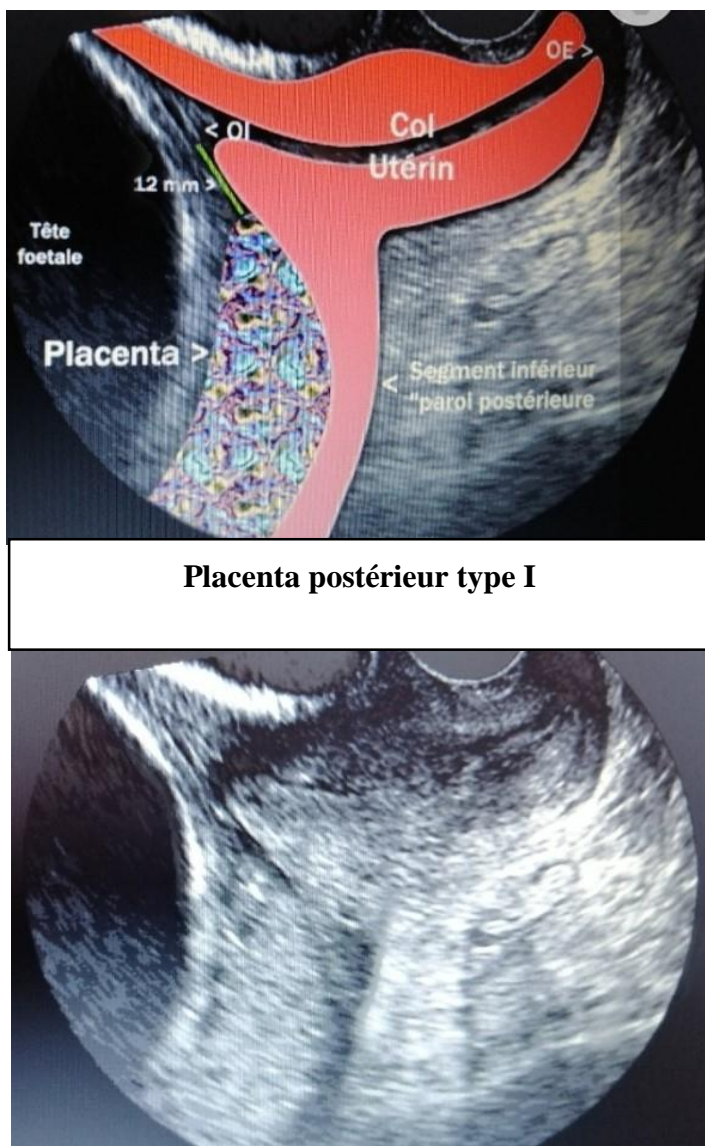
image échographique du placenta prævia postérieur type I
